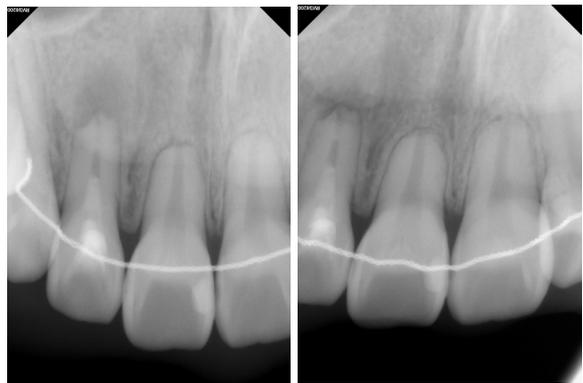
(a) 3개월, (b) 9개월 경과 관찰 치근단 방사선 사진
